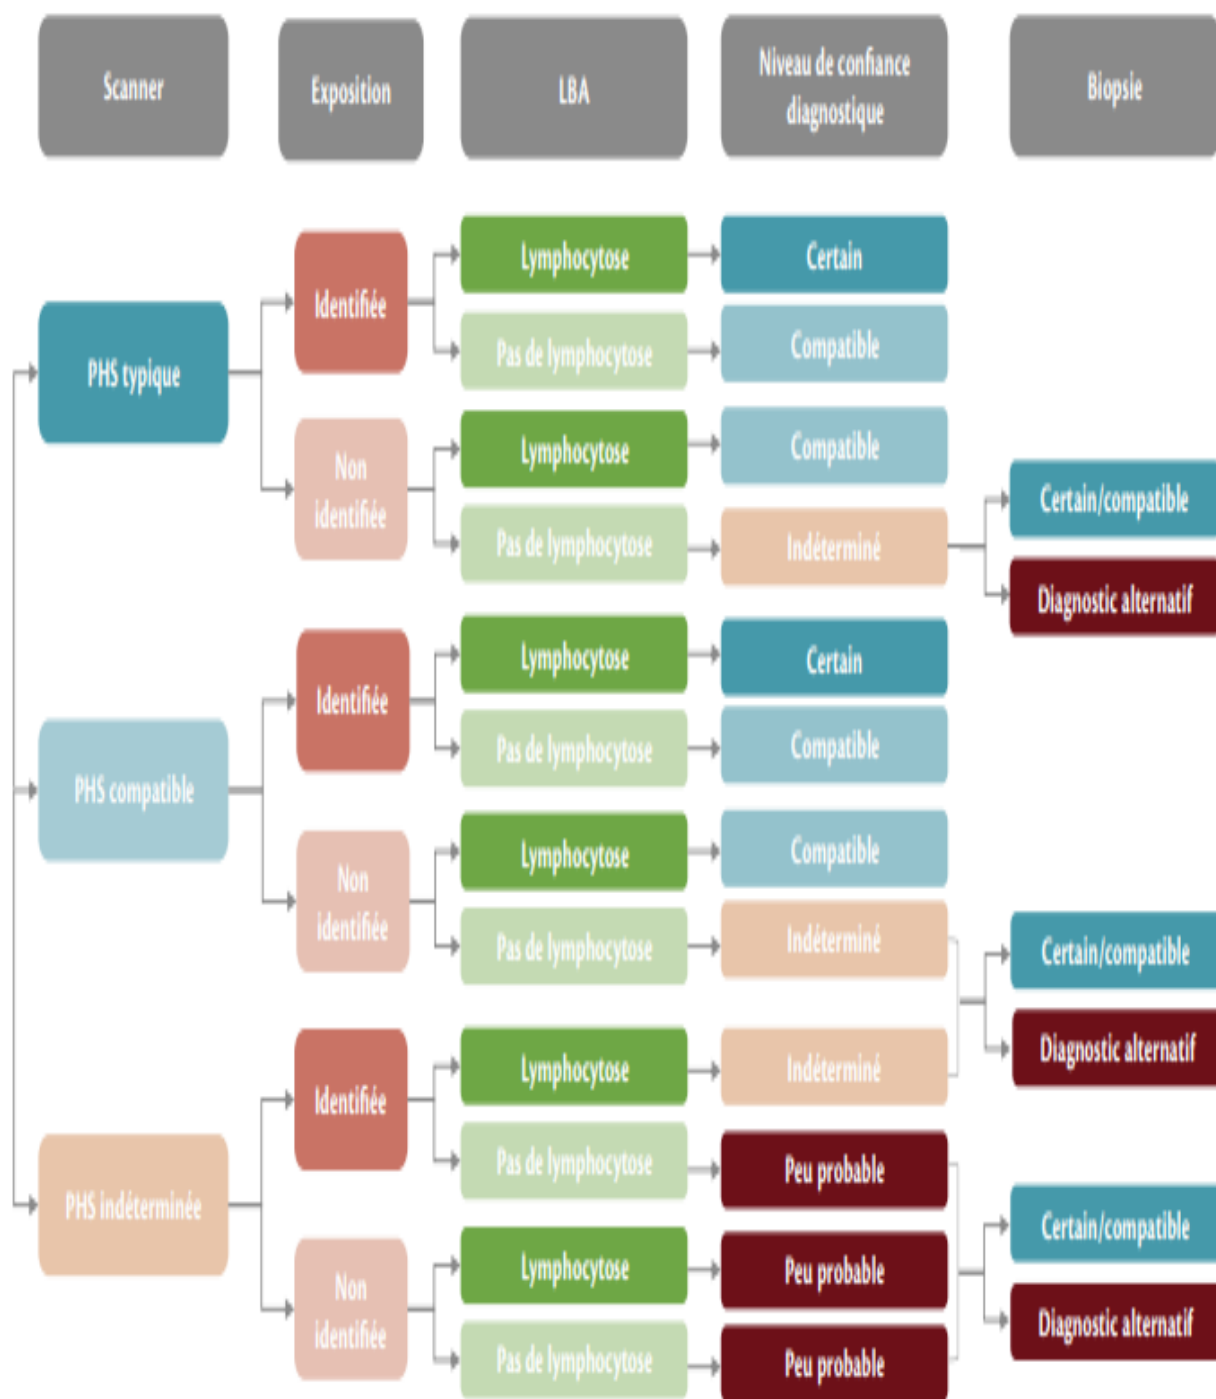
Algorithme de diagnostic de pneumopathie d'hypersensibilité. Le diagnostic de l'HP repose principalement sur trois domaines : le modèle HRCT (selon la classification des lignes directrices ATS), l'exposition à l'antigène et la lymphocytose BAL. Cette approche est suivie d'une
